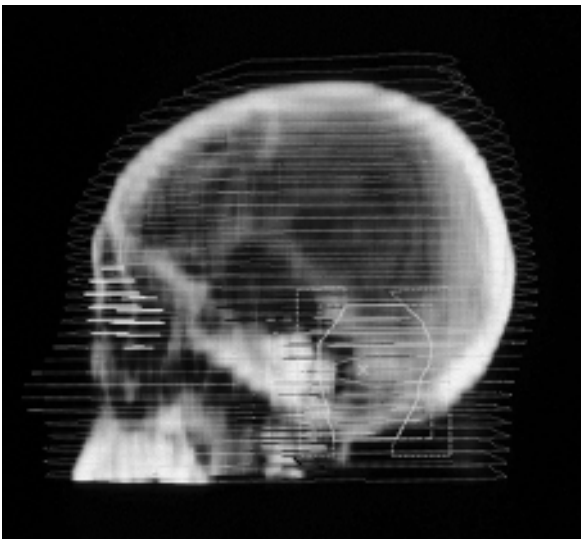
Konformale, 3-dimensional und CT-geplante Bestrahlung eines Tumors der hinteren Schädelgrube. Links Projektion des Bestrahlungsfeldes auf den Kopf. Rechts CT-Schicht mit Abbildung der Dosiskurven um das Zielgebiet
